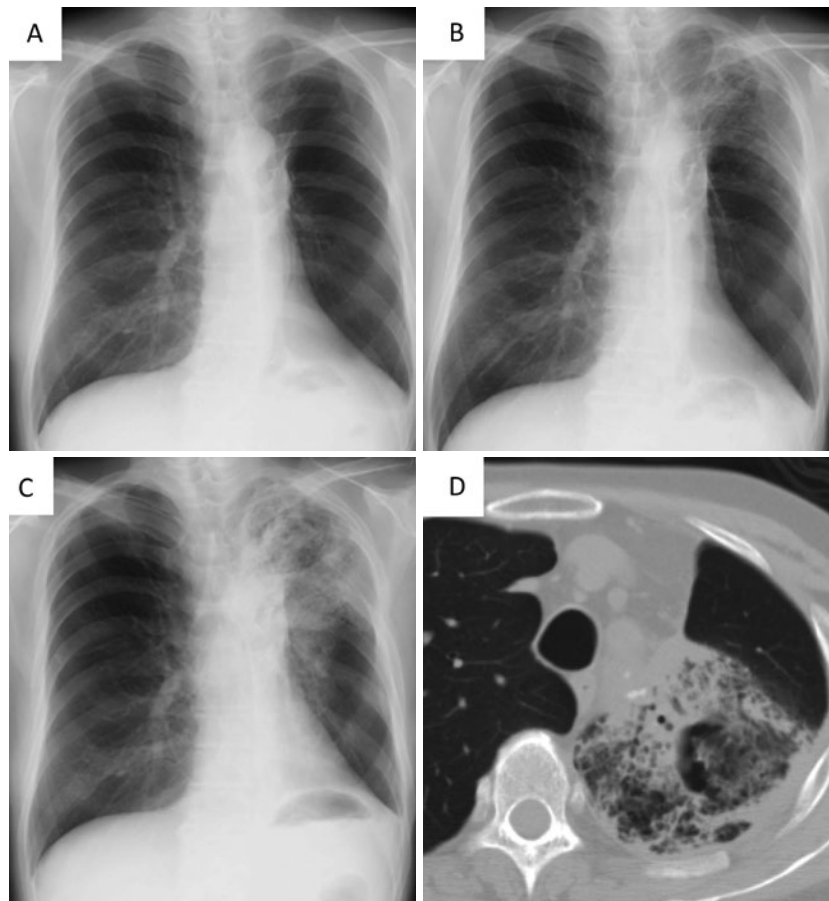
胸部画像所見の変化(症例2)。(A)入院1ヶ月前,(B)入院12日前の単純X線写真。左上肺野にすりガラス影が出現している。(C)入院時の胸部単純X線写真。左上肺野のすりガラス影は悪化し、一部空洞形成を疑う。(D)入院時の胸部単純CT。周囲に浸潤影を伴う空洞病変を左上葉に認めた。
